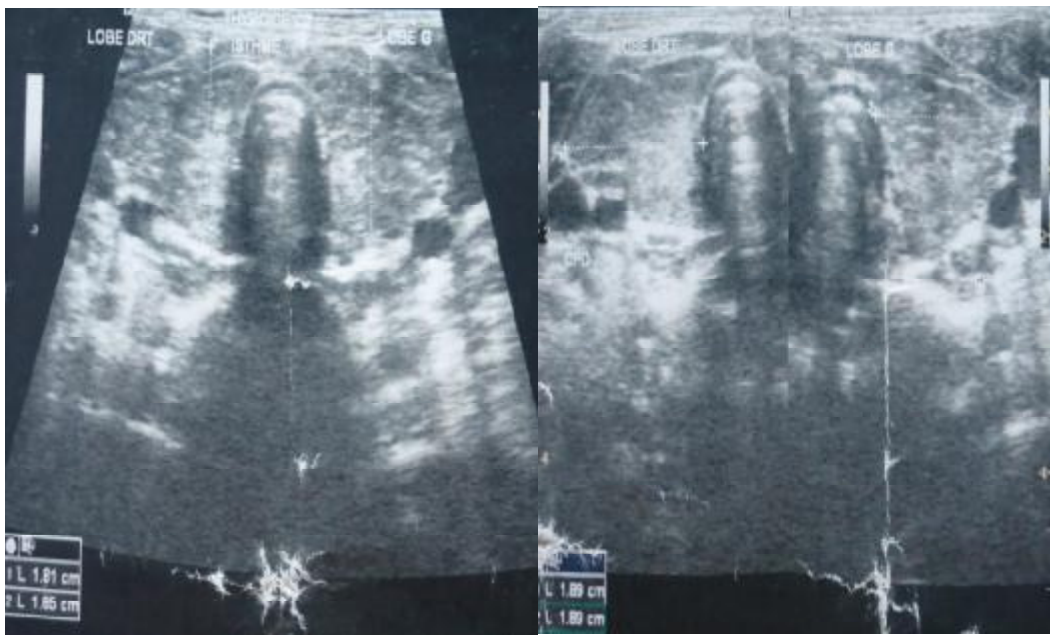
images échographiques montrant l'hypertrophie thyroïdienne
